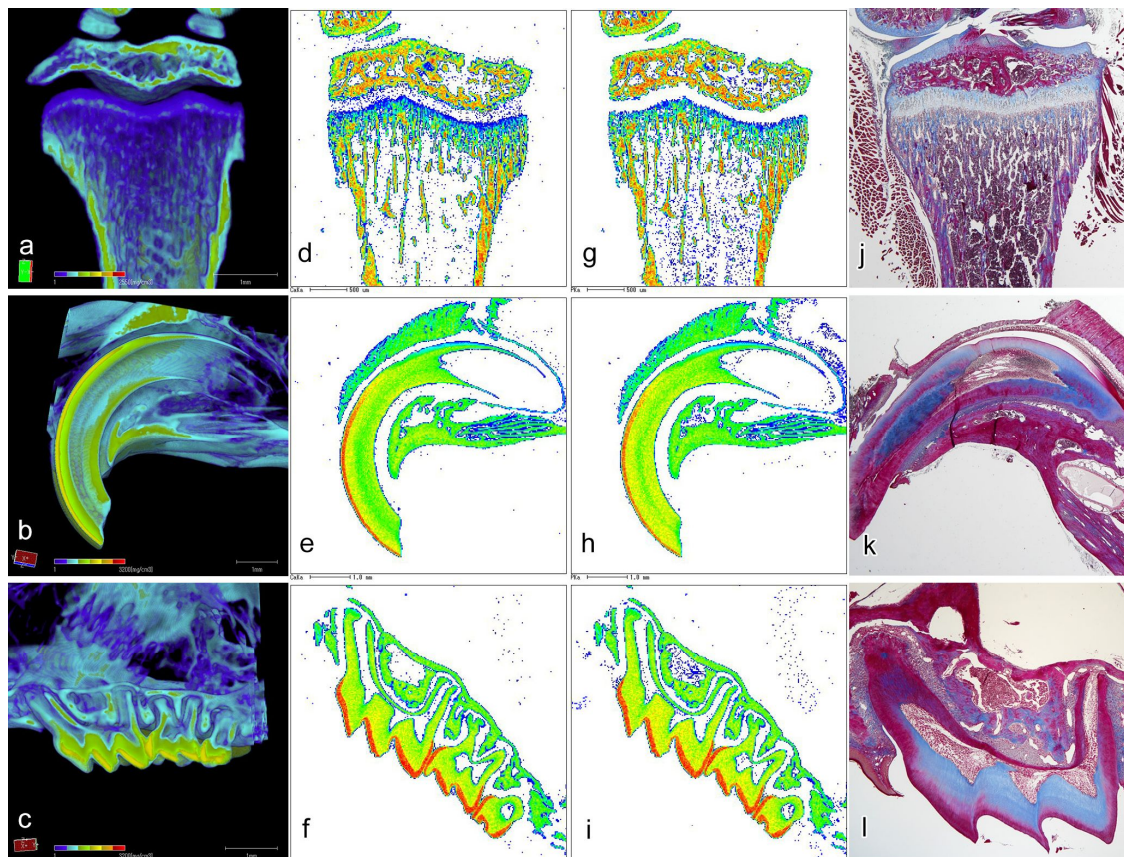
脛骨 (a, d, g, j)、上顎切歯 (b, e, h, k)、上顎臼歯 (c, f, i, l) の μ CT 石灰化密度解析 (a-c)、EPMA (Ca) 解析 (d-f)、EPMA (P) 解析 (g-i)、アザン染色像 (j-l)。脛骨骨端部では、赤の染色性と高 Ca・P 領域とが一致しているが、歯では、染色性と高 Ca・P 領域との相関が認められない。尚、切片上では脱灰によりエナメル質は消失している。
